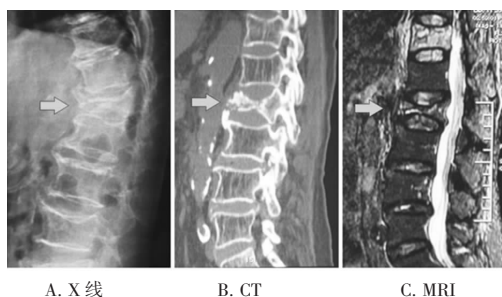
椎体压缩性骨折骨不连 X 线、CT 及 MRI 影像学检查
